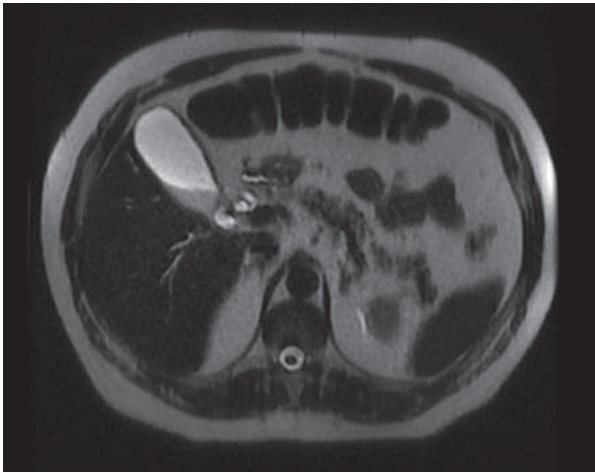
МРТ органів черевної порожнини (01.02.2020) пацієнта В., 2006 р. народження (власне спостереження). Опис у тексті.
